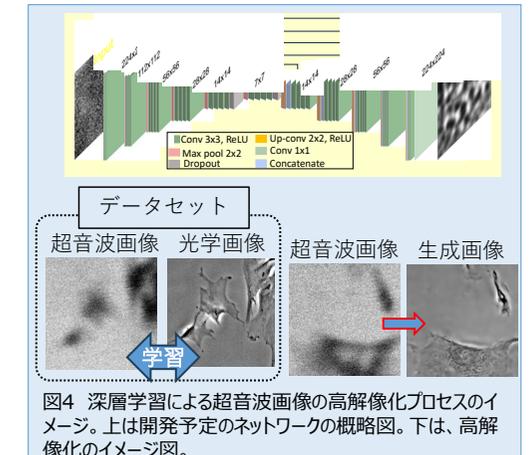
深層学習による超音波画像の高解像化プロセスのイメージ。上は開発予定のネットワークの概略図。下は、高解像化のイメージ図。
